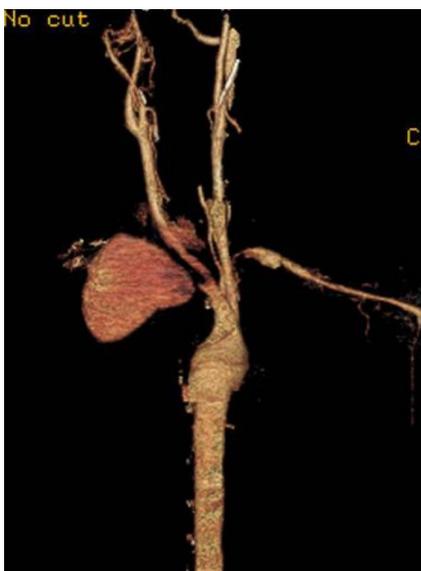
AngioTomografia de tórax em reconstrução 3D. Nota-se ausência de contraste na artéria subclávia após o aneurisma.
